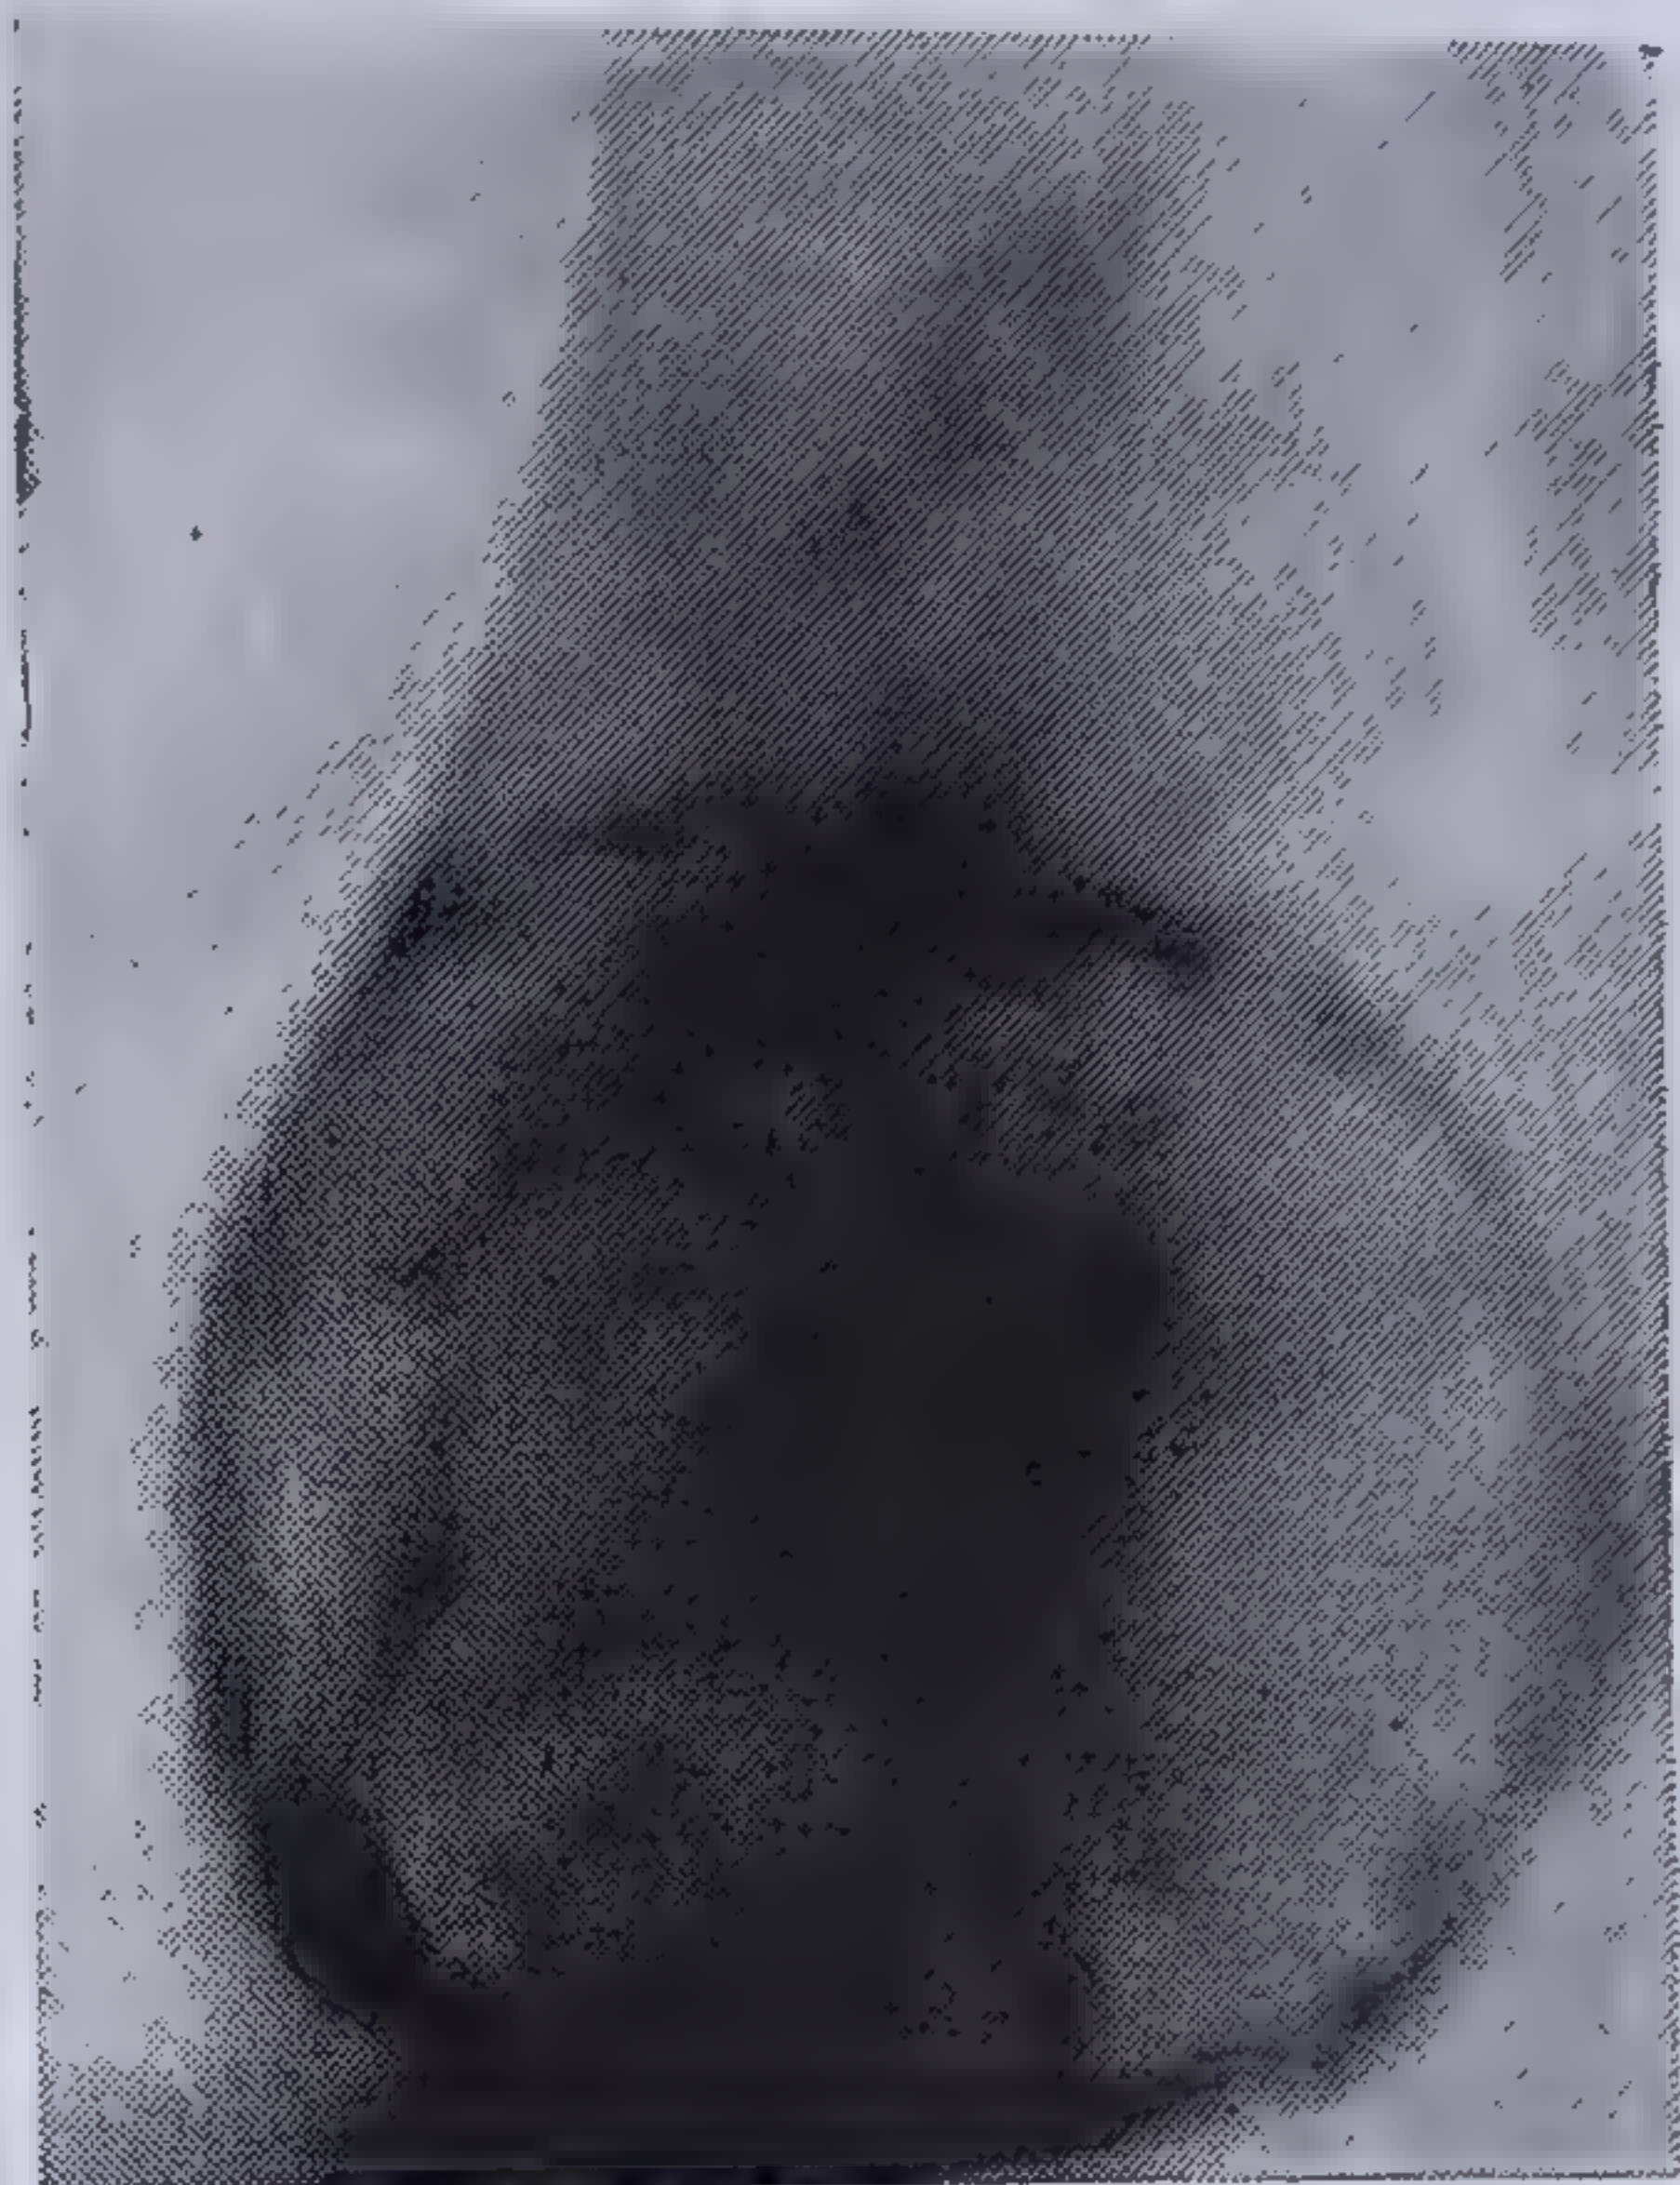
Radiografia inimii în O.A.S.: calcificare completă și în plăci mari a întregului pericard (colecția dr. Gh. Gatoschi).
